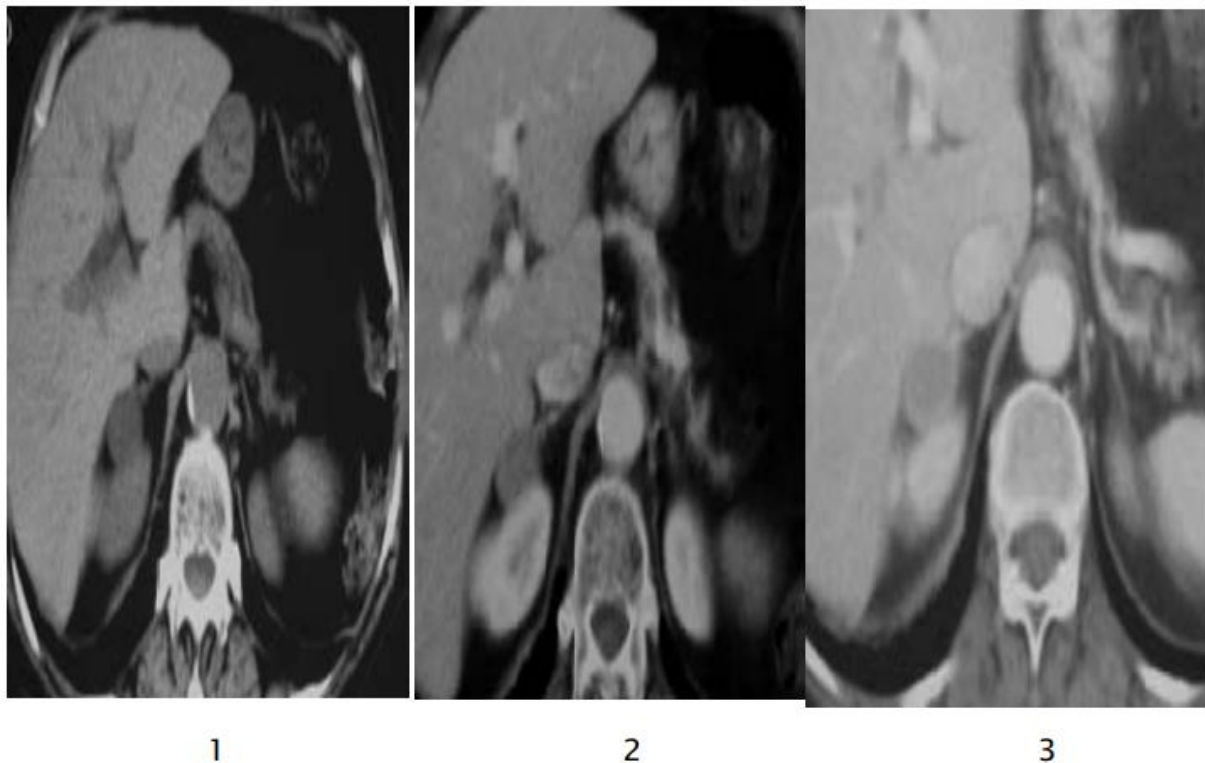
Adénome. TDM coupes axiales : sans (1), avec injection (2) ; avec un temps tardif (3). Masse surrénalienne droite, inférieure à 3 cm, de densité basse, inférieure à 10-15 UH sans injection. La prise de contraste est modérée après injection, avec wash out rapide. [25]
